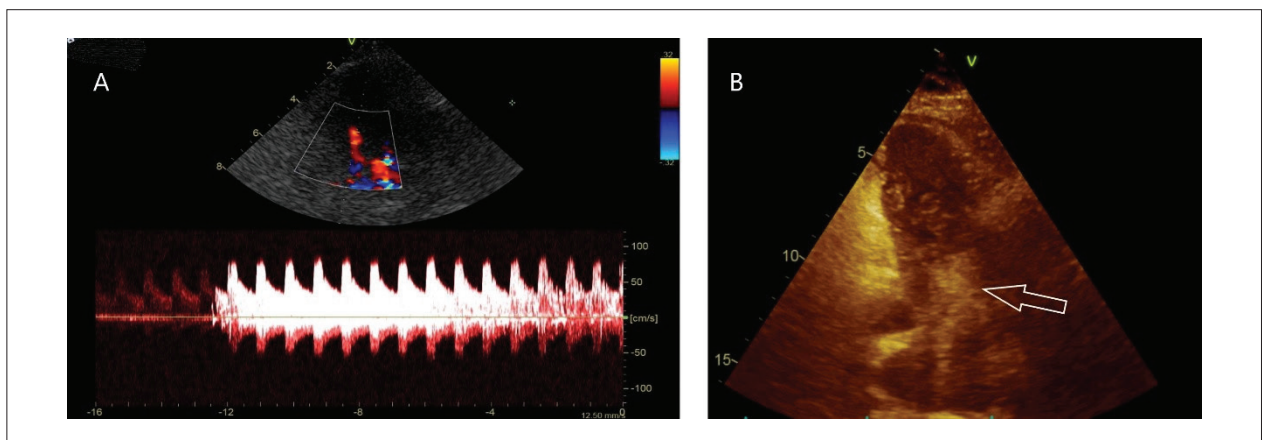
A) DTC demonstrando a presença de número significativo de HITS no Doppler espectral da ACM. B) Plano apical quatro câmaras do ETT com passagem nos primeiros 3 ciclos cardíacos de inúmeras microbolhas pelo FOP.
